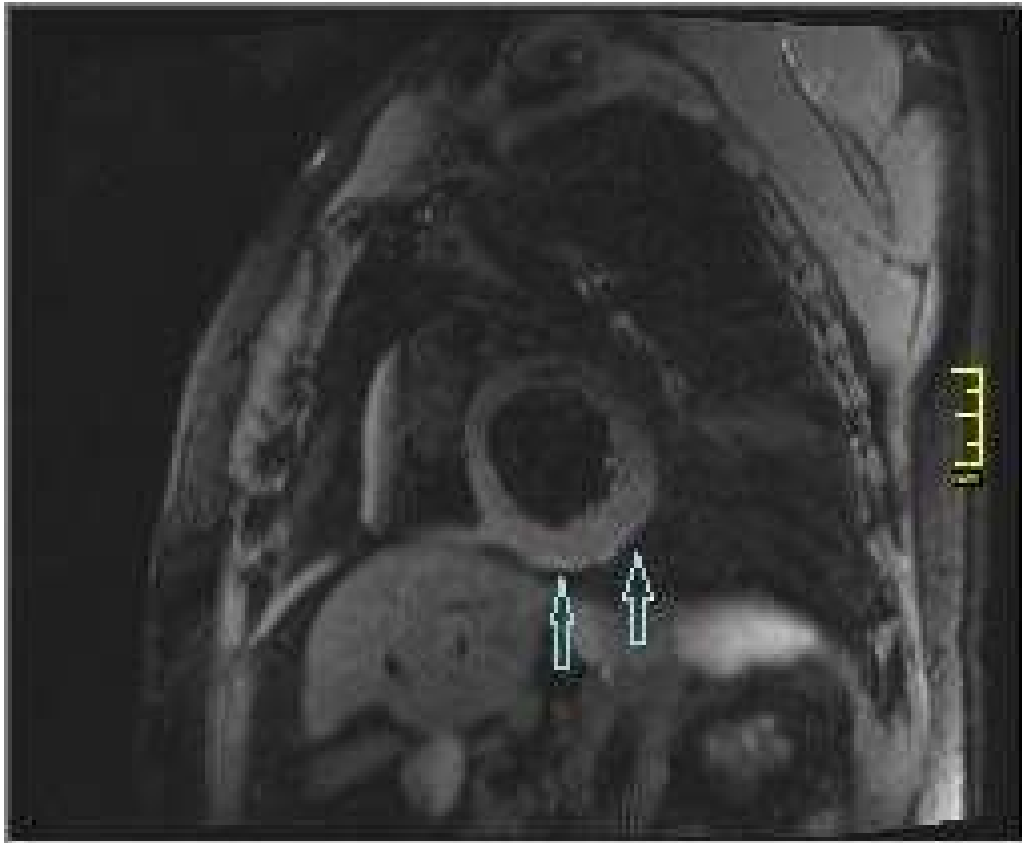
МРТ серця з контрастуванням гадолінієм пацієнта В.
